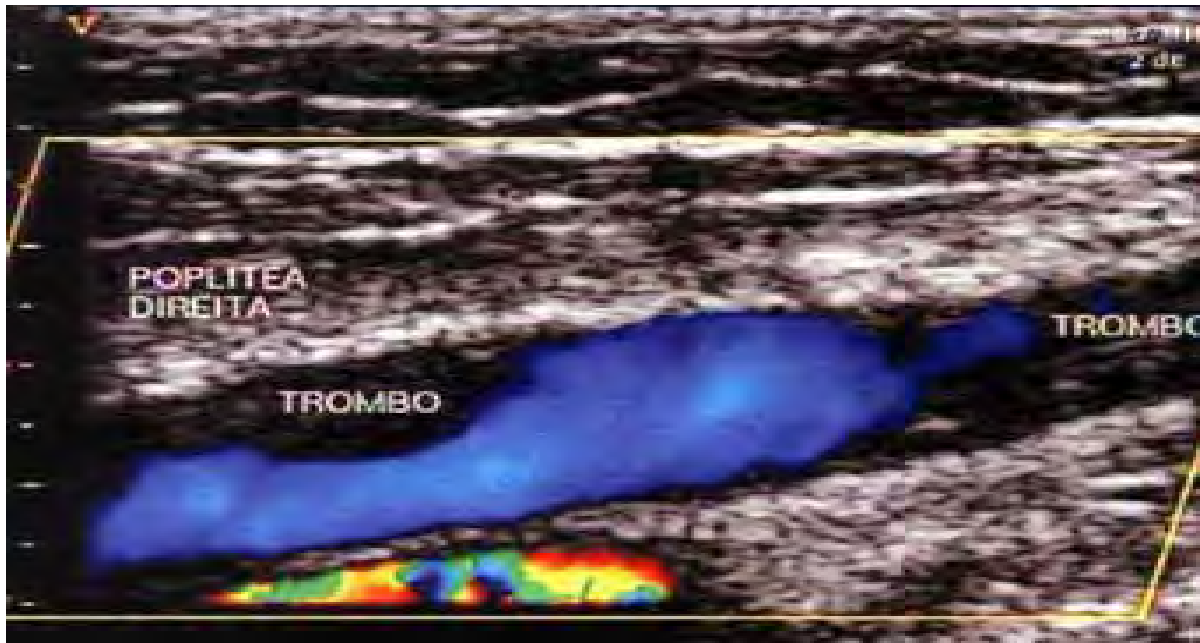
Exame US-Doppler
